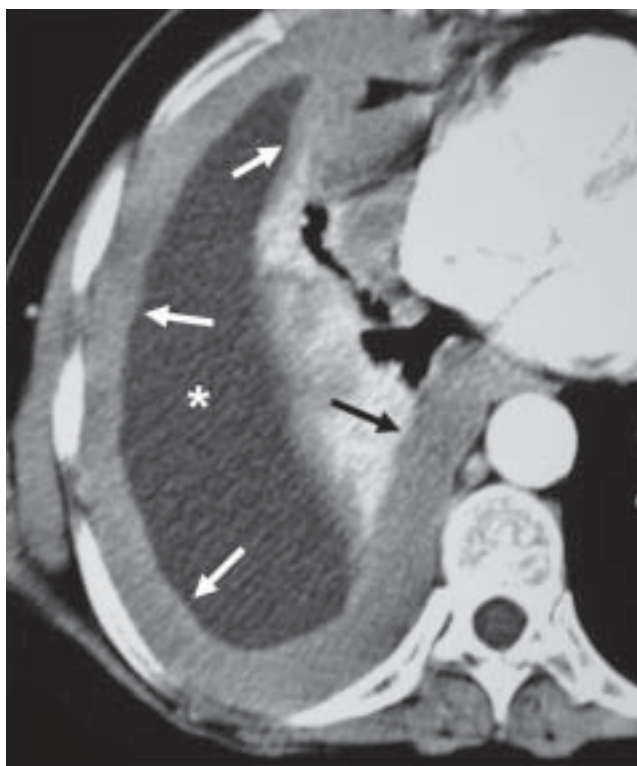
Mesotelioma pleural relacionado ao asbesto. TC demonstrando derrame pleural direito (asterisco), associado a espessamento pleural difuso (setas) com extensão para a pleura mediastinal.
